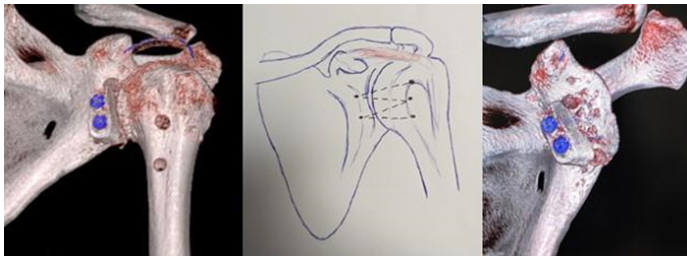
Técnica de reconstrucción de ligamento glenohumeral medio e imágenes de TC postquirúrgica
